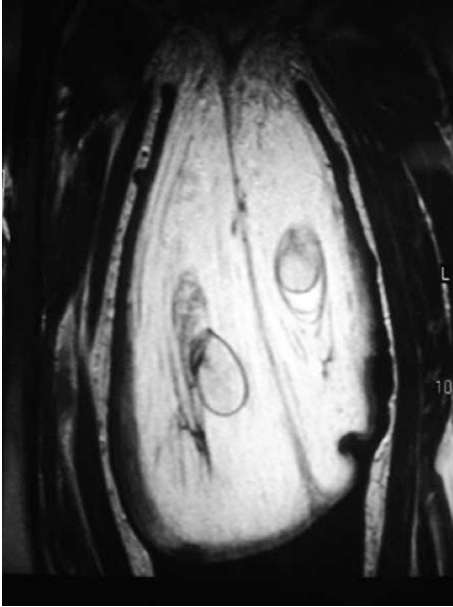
IRM génito-urinaire : les structures nobles sont normales, noyées dans la masse lymphoœdémateuse.
